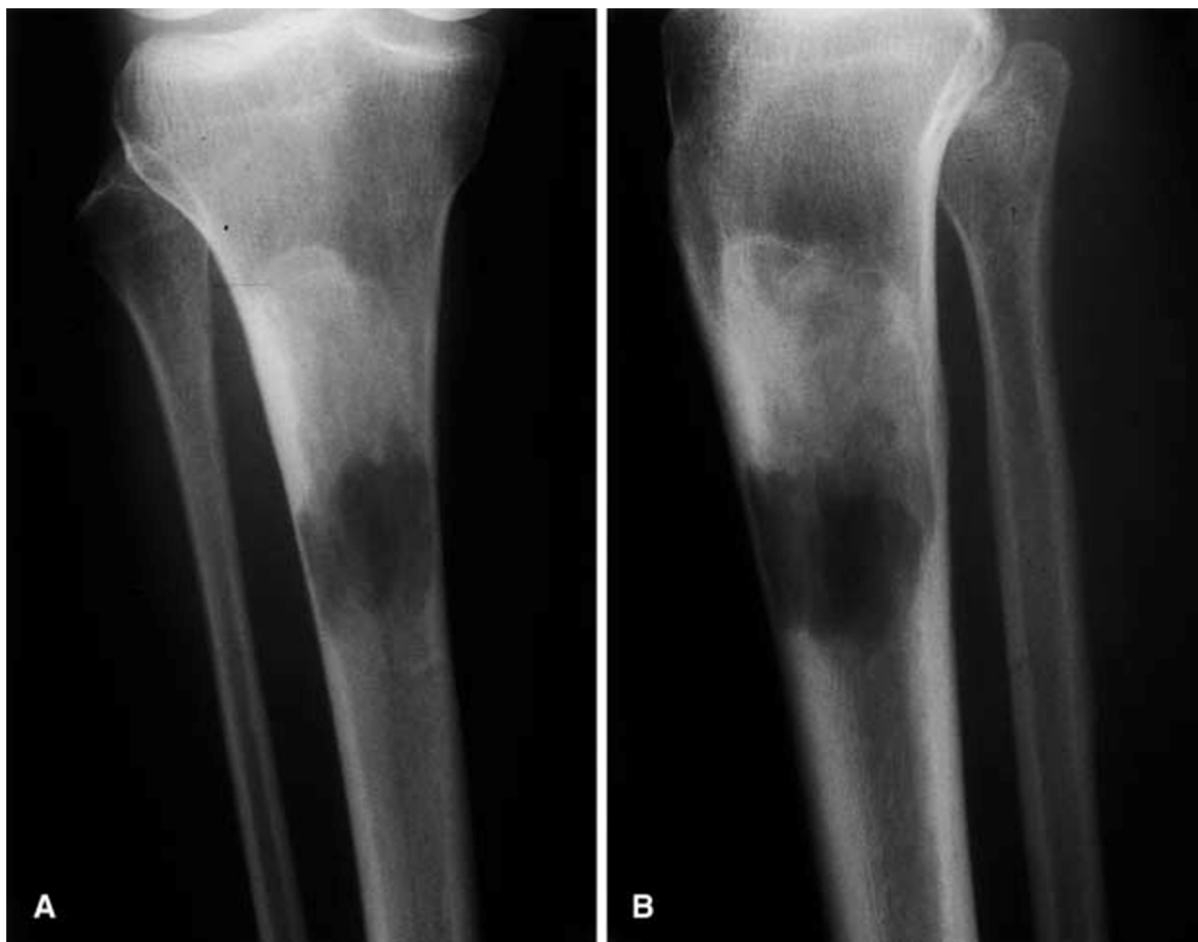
Radiographie du tibia de face (A) et de profil (B) montrant une lésion mixte à la fois lytique et condensante au niveau de la diaphyse tibiale proximale. La moitié proximale de la lésion est principalement ostéocondensante avec un bord scléreux bien défini. La moitié distale de la lésion est purement ostéolytique avec érosion endostéale associée et amincissement cortical plus marqué antérieurement[43].
